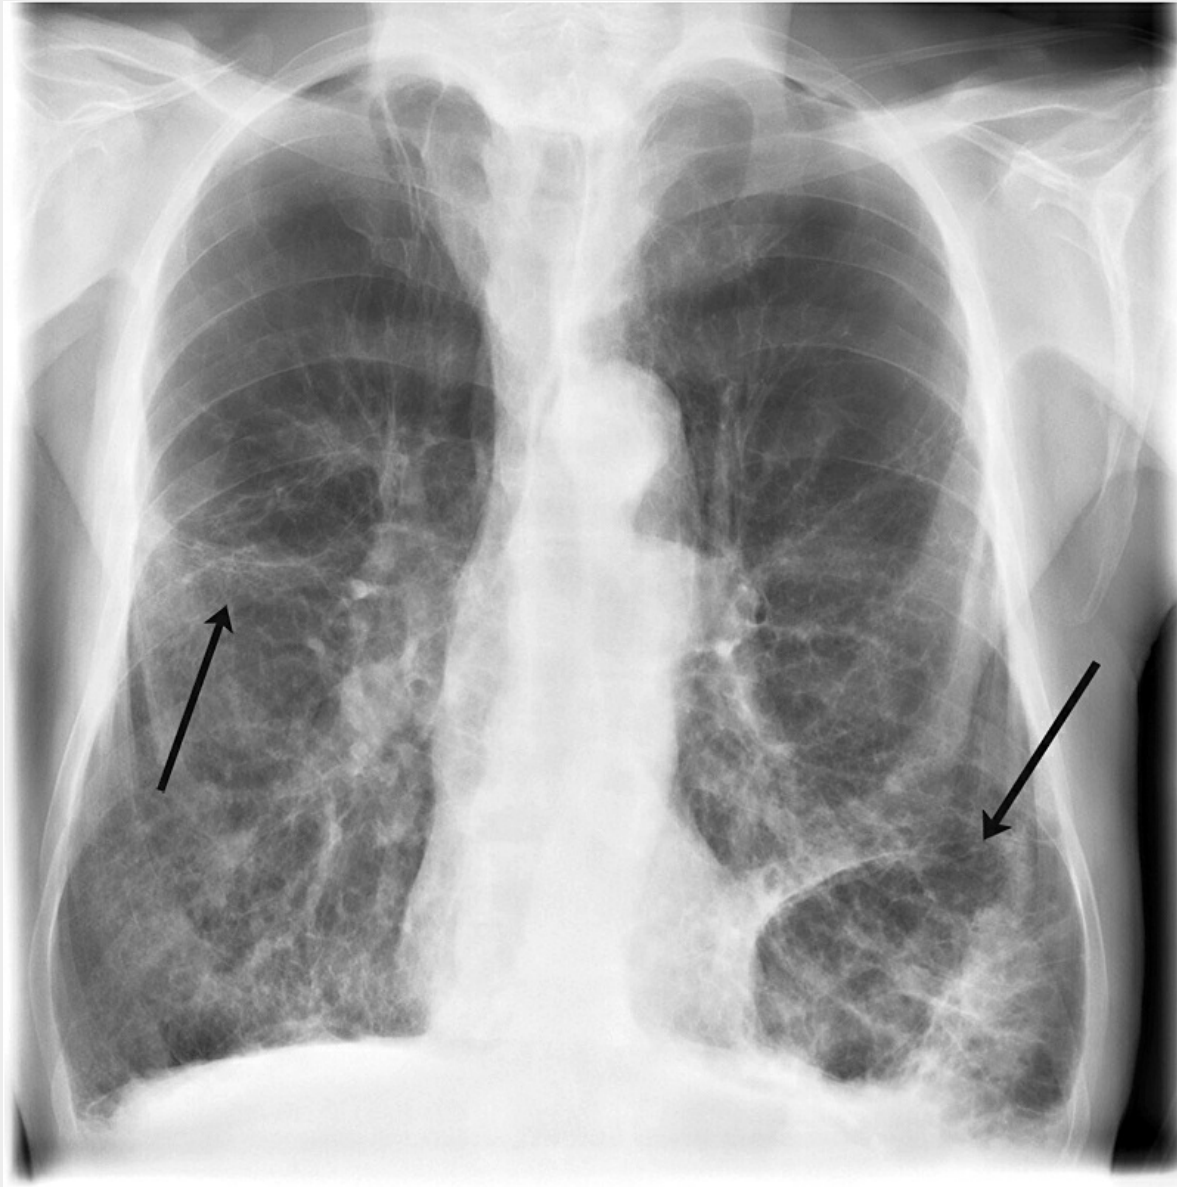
Röntgenthoraxbild bei COPD: Fassthorax mit abgeflachten Zwerchfellen, deutliche fibrotische Umbauprozesse sowie Bullae (Pfeile) im linken Unterlappen und rechten Oberlappen. Pleuraergüsse zeigen sich nicht, die Randwinkel sind frei und das Herz ist schlank konfiguriert. Der ebenfalls erfasste knöcherne Thorax erscheint unauffällig.
